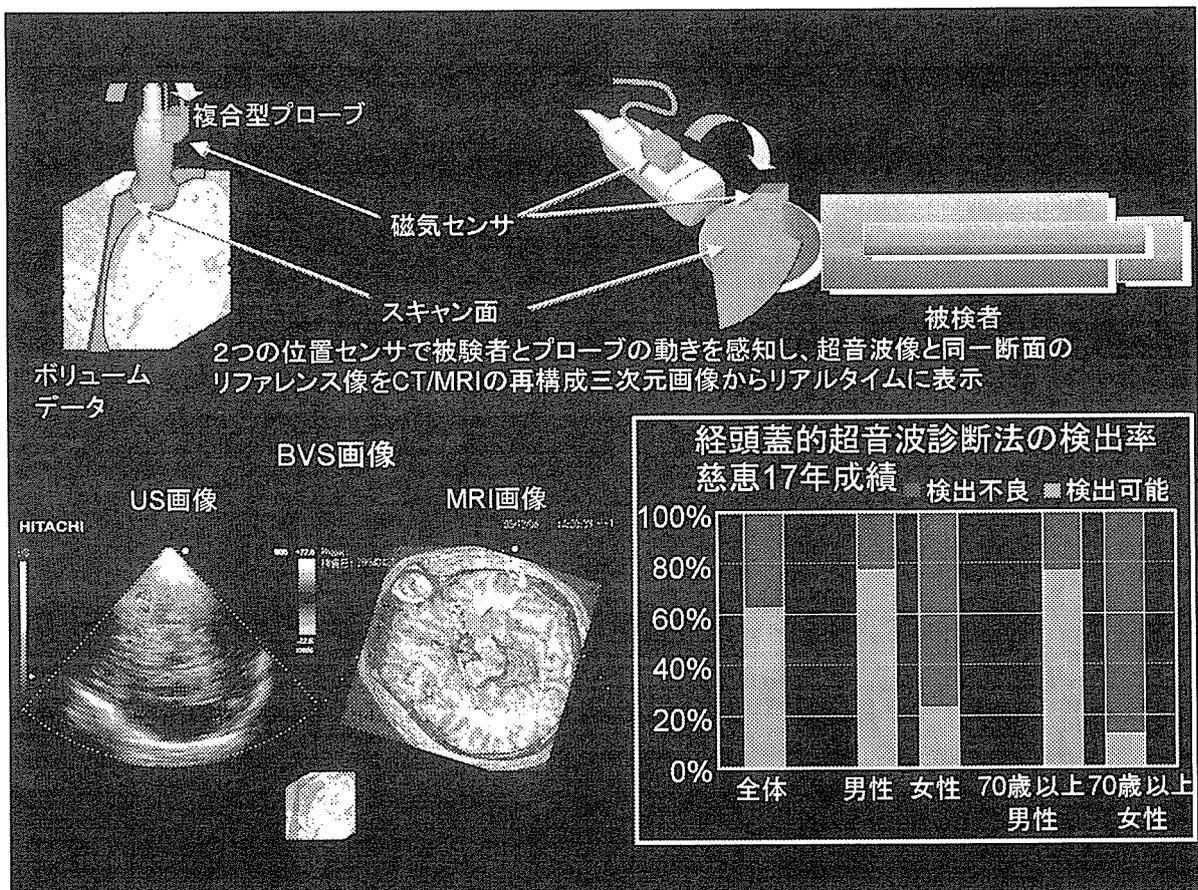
BVS(Brain Virtual Sonography)の原理説明
